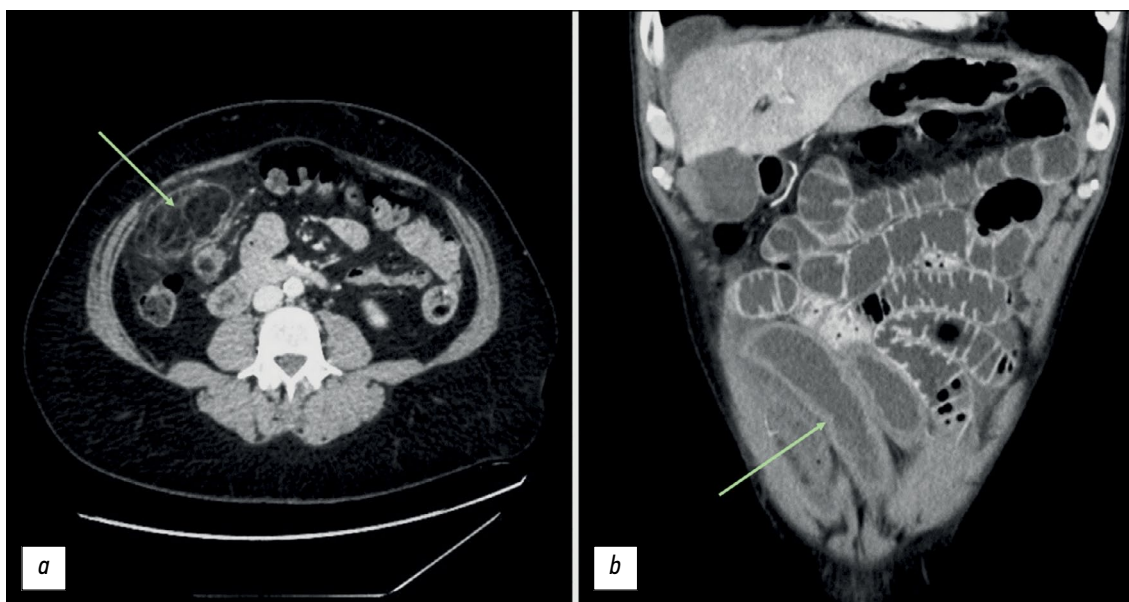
Результаты компьютерной томографии брюшной полости с контрастированием, выполненной у пациента мужского пола, 34 лет, с COVID-19: *a* — уплотнение жировой ткани сальника в правой нижней части живота, что свидетельствует о наличии инфаркта сальника; *b* — утолщение стенки подвздошной кишки в области дистального отдела с гипоконтрастированием по сравнению с прилегающей кишкой.
